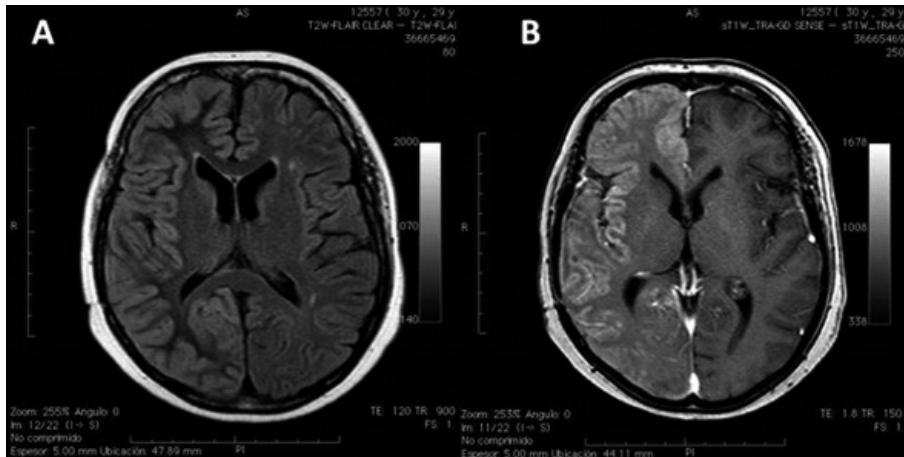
RNM durante EPC. (A) T2W-FLAIR. (B) T1-Gd.
